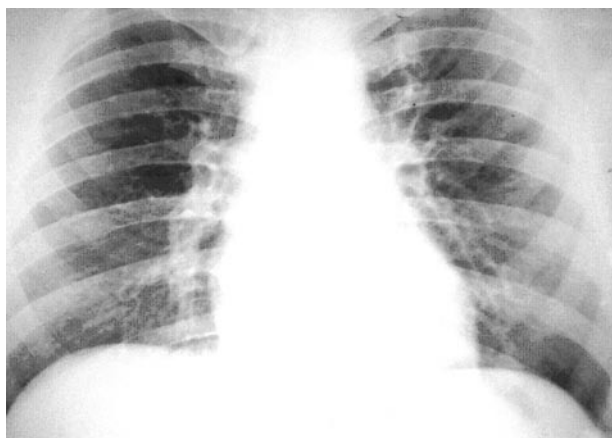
Рентгенограмма органов грудной полости (после проведения 2 курсов ХТ с лучевой терапией)
